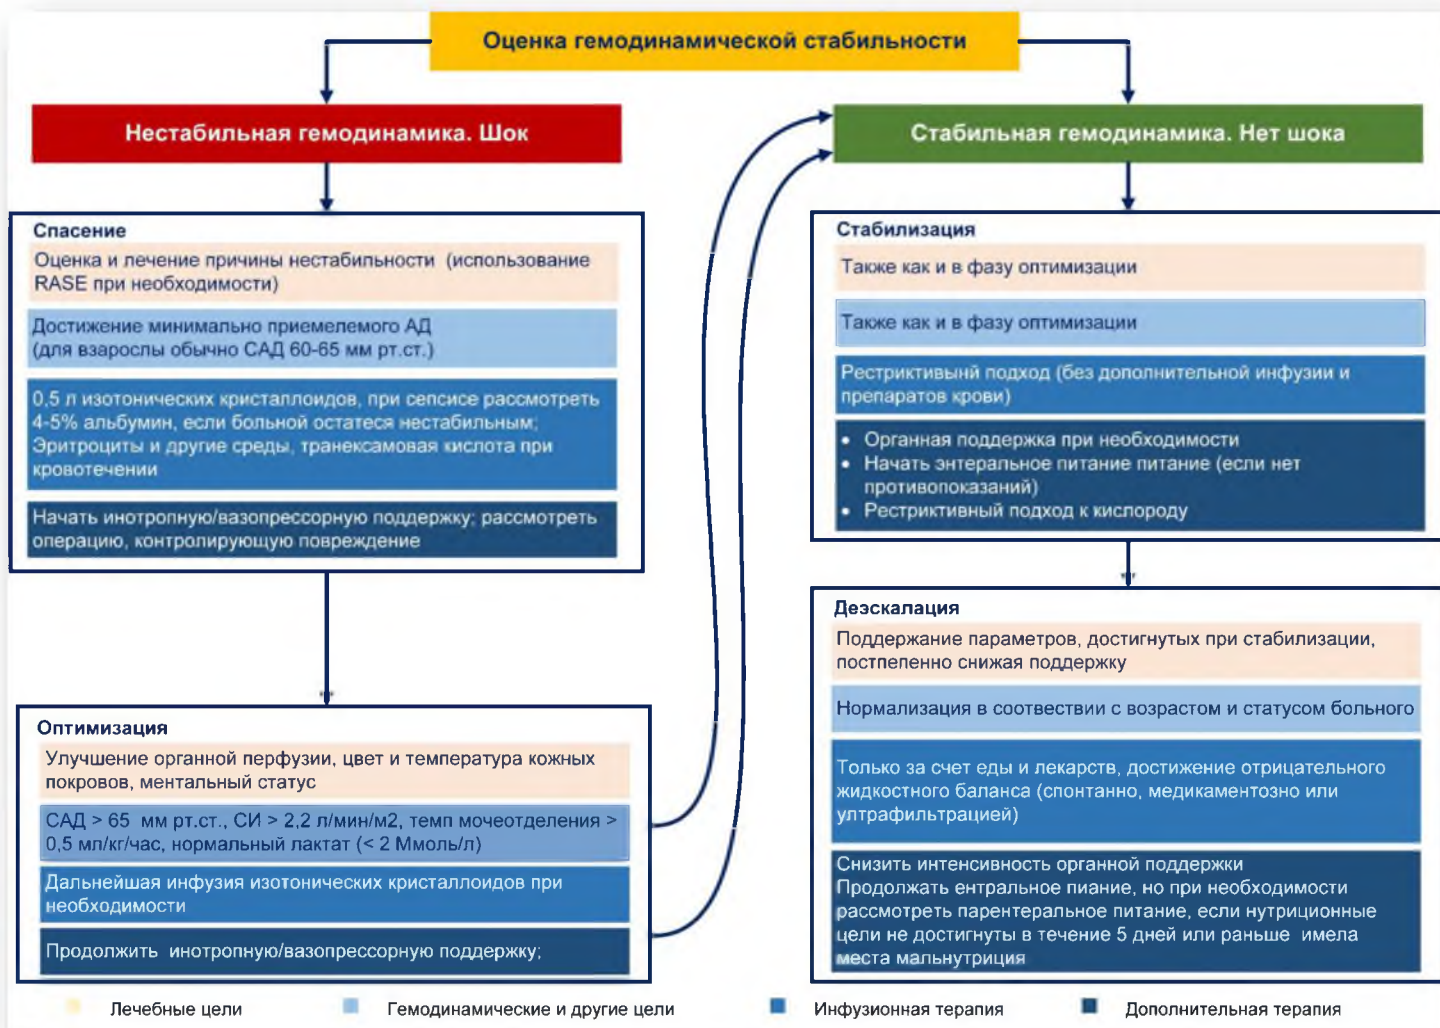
Инфузионная терапия больного в критическом состоянии.
